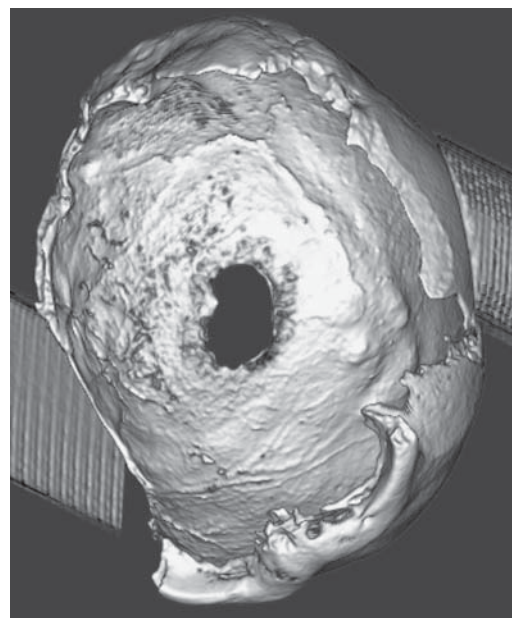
Трехмерная реконструкция по результатам компьютерной томографии конвексительной части черепа, демонстрирующая масштаб поствоспалительных поражений кости.
